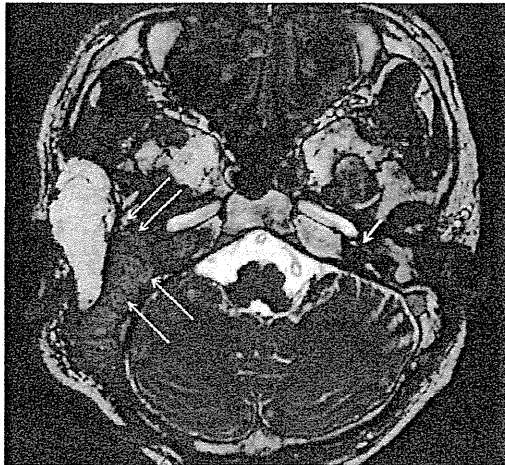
MRI image at 4 months after right lateral cranial base surgery. The image shows a faint fluid intensity in the left cochlear basal turn. Long arrow: rectus abdominis musculocutaneous flap, short arrows: left cochlear basal turn.
